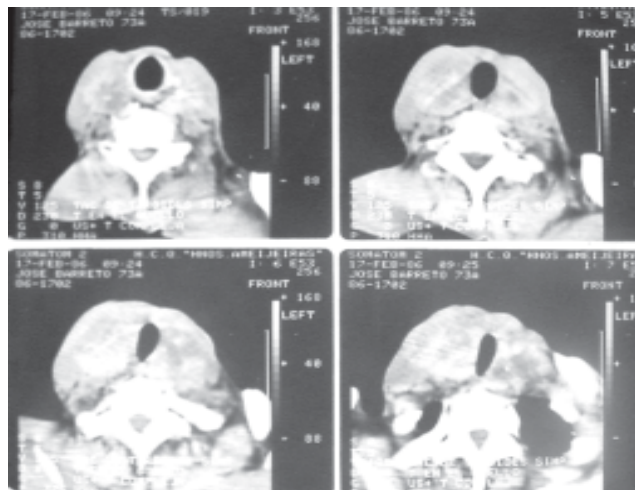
Tomografía axial computarizada en la que se visualiza una tumoración del tiroides.
